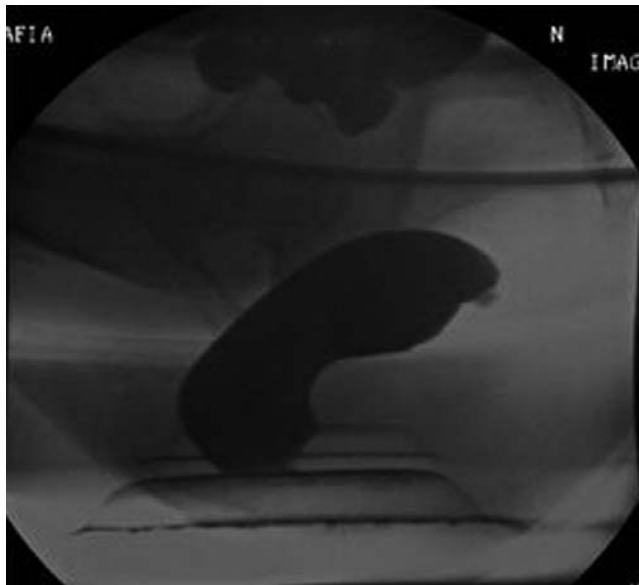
Proyección lateral de un estudio de defecografía durante la evacuación. Se muestra una muesca en la pared posterior del recto relacionada con una mala relajación del músculo puborrectal. Obsérvese también la mala apertura del canal anal.
